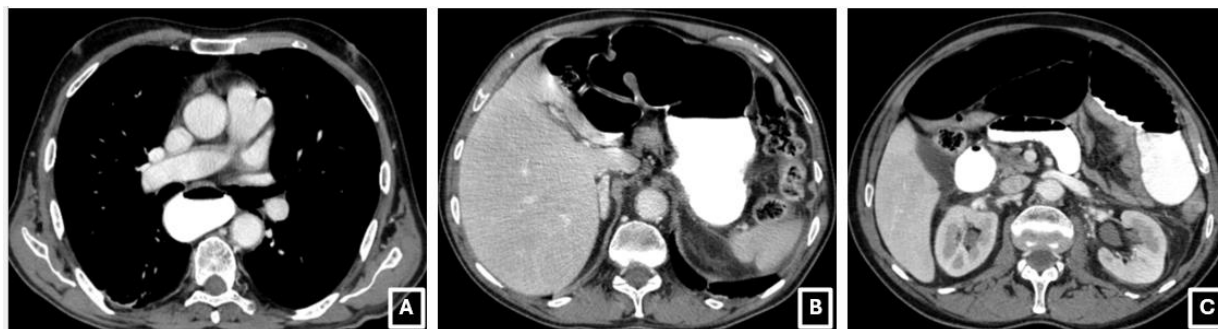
Tomografía computarizada de abdomen y pelvis con contraste oral e intravenoso en fase portal, cortes axiales. Se observa dilatación del esófago (2A), estómago (2B) y asas de intestino delgado (2C). Servicio de Radiodiagnóstico Complejo Asistencial de Zamora
